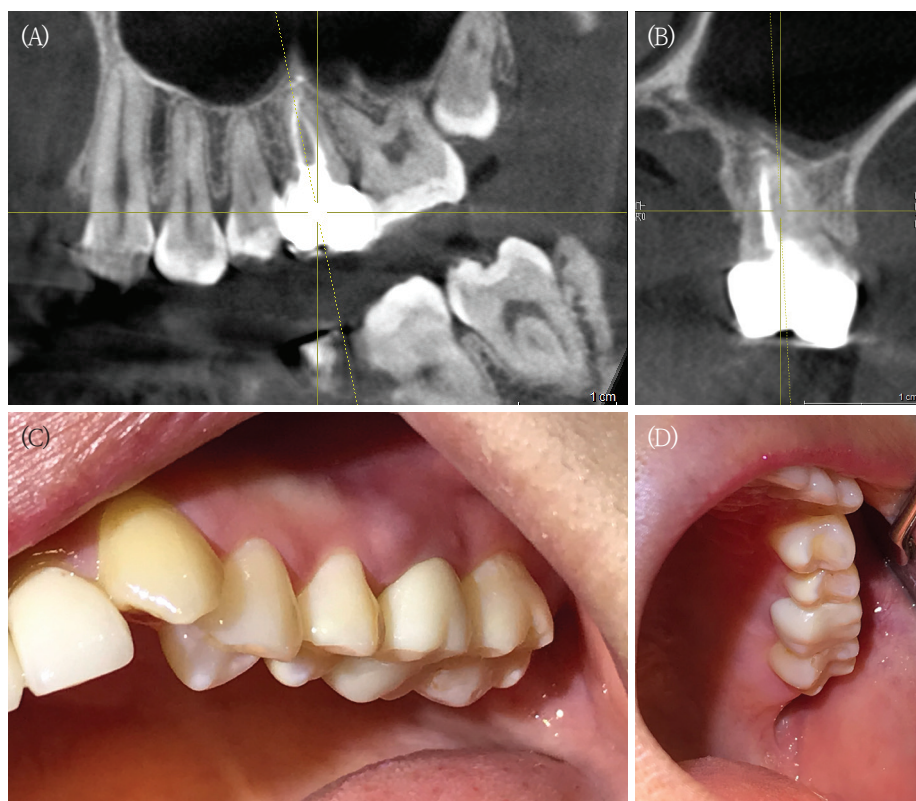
Longitudinal radiographic and clinical evaluation. CBCT images obtained 3 years after the autotransplantation show sagittal (A) and buccopalatal (B) views with a continuous periodontal ligament space and bone formation in the region corresponding to the prior sinus-associated void. Intraoral photographs obtained 4 years after the autotransplantation show buccal (C) and palatal (D) views demonstrating healthy peri-dental soft tissue architecture and absence of clinical inflammation.
